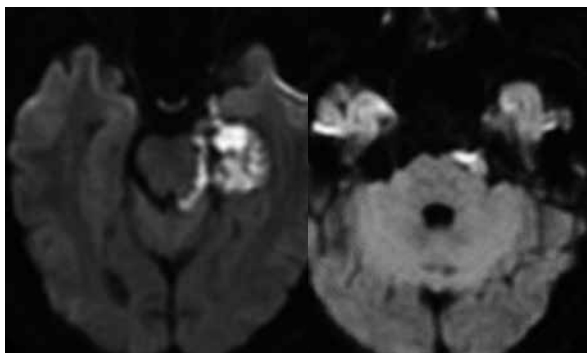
Difusión (DWI). La lesión presenta restricción de la Difusión.
